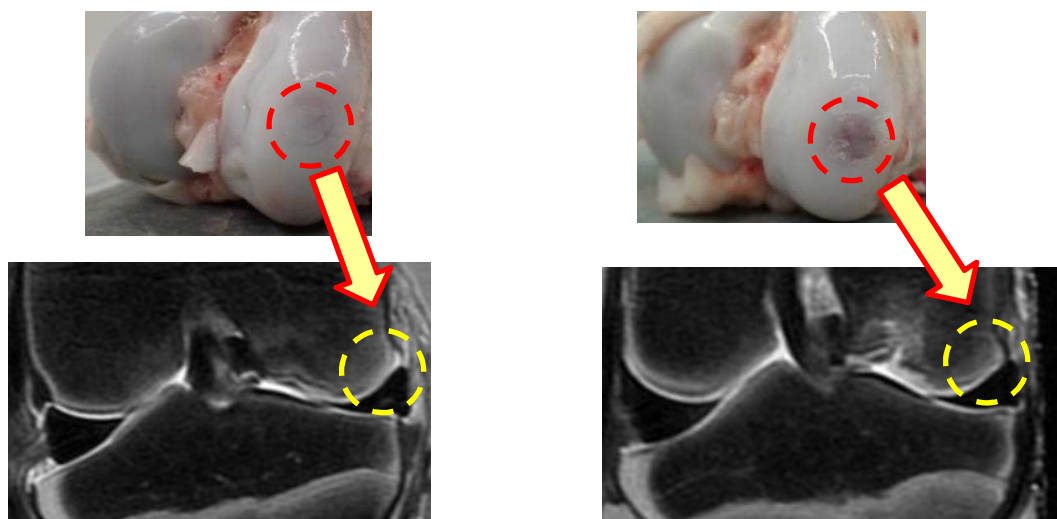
1.5T MRI でのブタ培養軟骨移植モデルの摘出膝のプロトン信号強調または中間信号（非脂肪抑制）冠状断撮像
